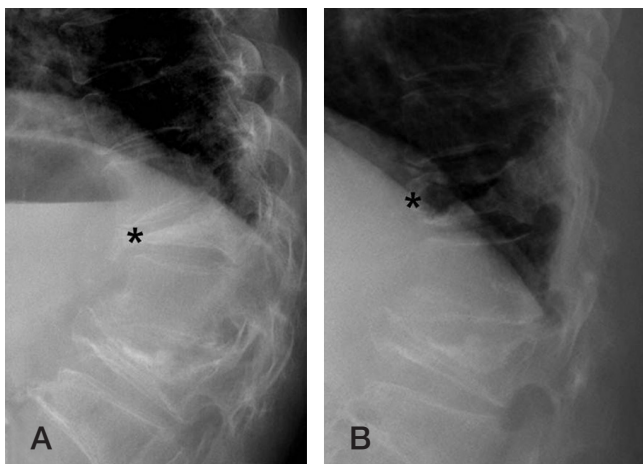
A 76 year old woman presented acute osteoporotic spinal fracture with dynamic instability. Standing (A) and supine (B) radiographs show the intravertebral cleft at the index vertebra (*) with dynamic instability.
